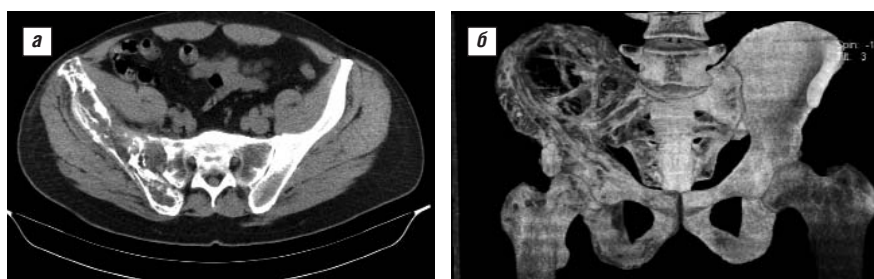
Фрагменты мультиспиральной КТ таза (а, б) пациента А., 49 лет (2011). Описание в тексте
